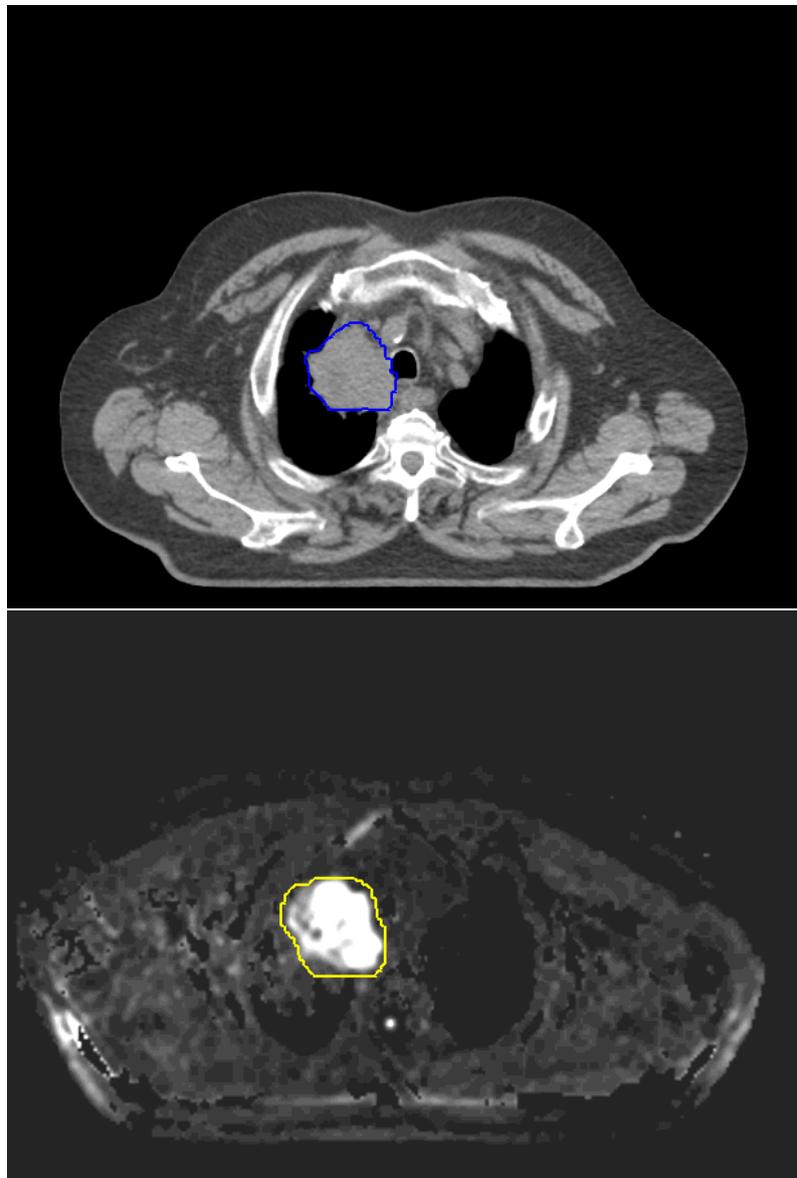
Fall 9: CT Abdomenfenster und DWI
